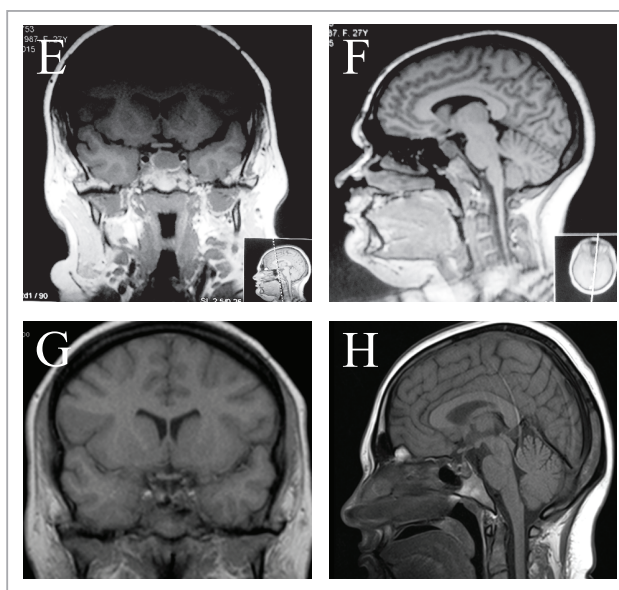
МРТ макроаденоми гіпофіза: Е, F – стан до операції; G, H – тотальне видалення після операції.
